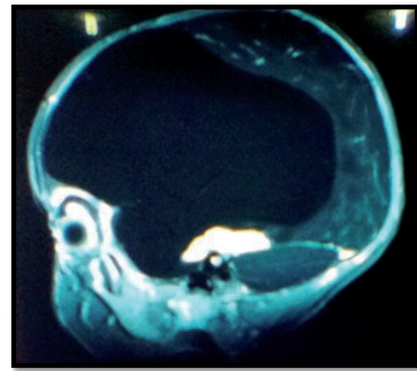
Head MRI at 2 months and 25 days: (sagittal T1 section)
